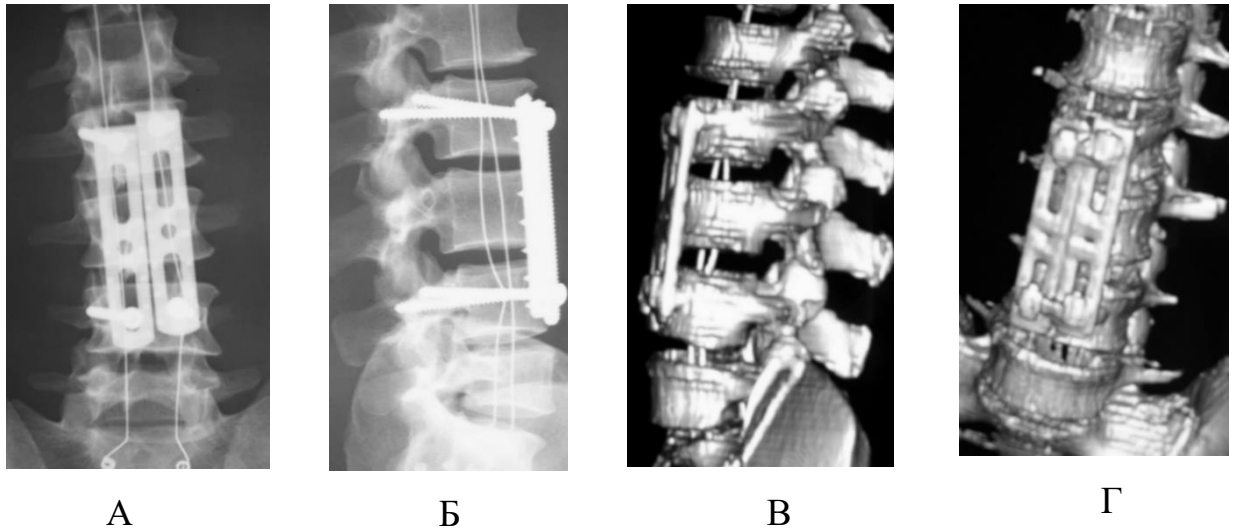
Рентгенограммы в прямой (А), боковой (Б) проекциях и КТ 3D реконструкция, вид сбоку (В) и спереди (Г)
